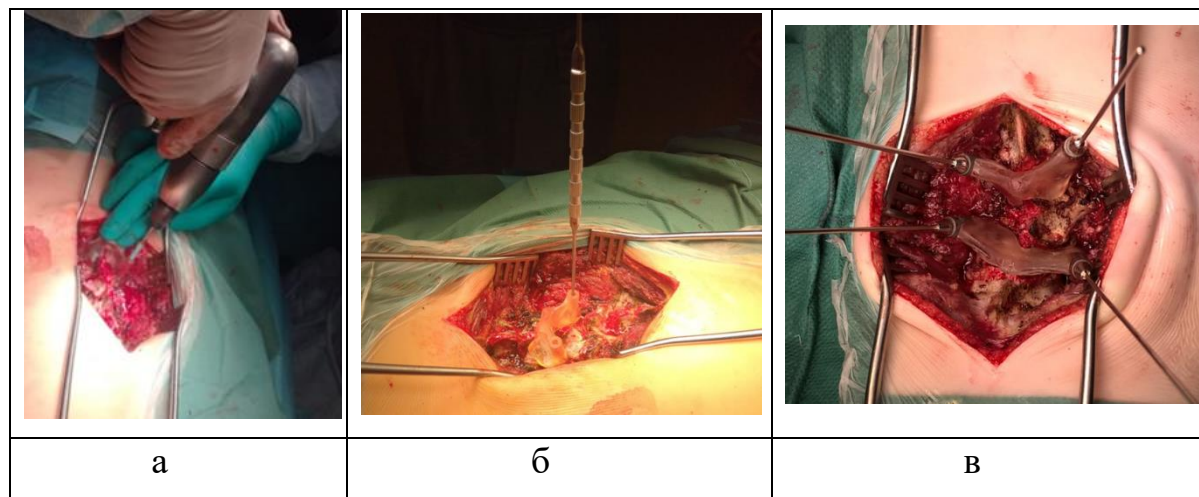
Этапы интраоперационной работы: а - установка ШН на дорсальные костные структуры позвонка и формирование дрелью канала для ТВ, б - верификация зондом целостности стенок сформированного костного канала в позвонке, в - установка рентген-меток в тела позвонков для выполнения рентген-контроля
